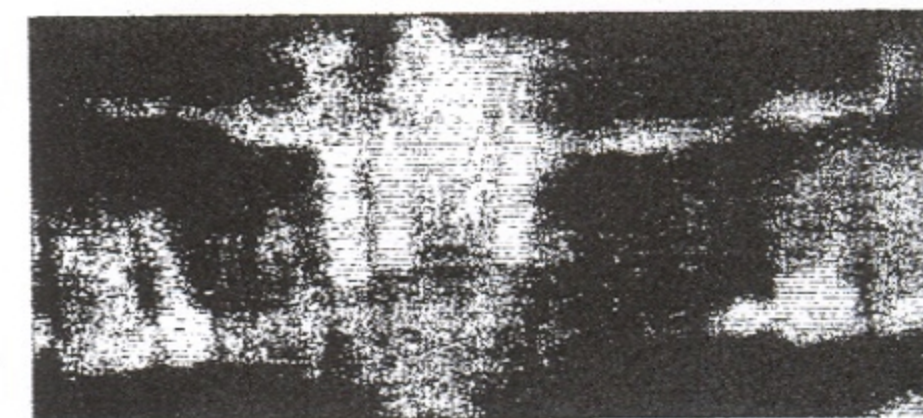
Панорамна рентгенографія після проведеного лікування.
